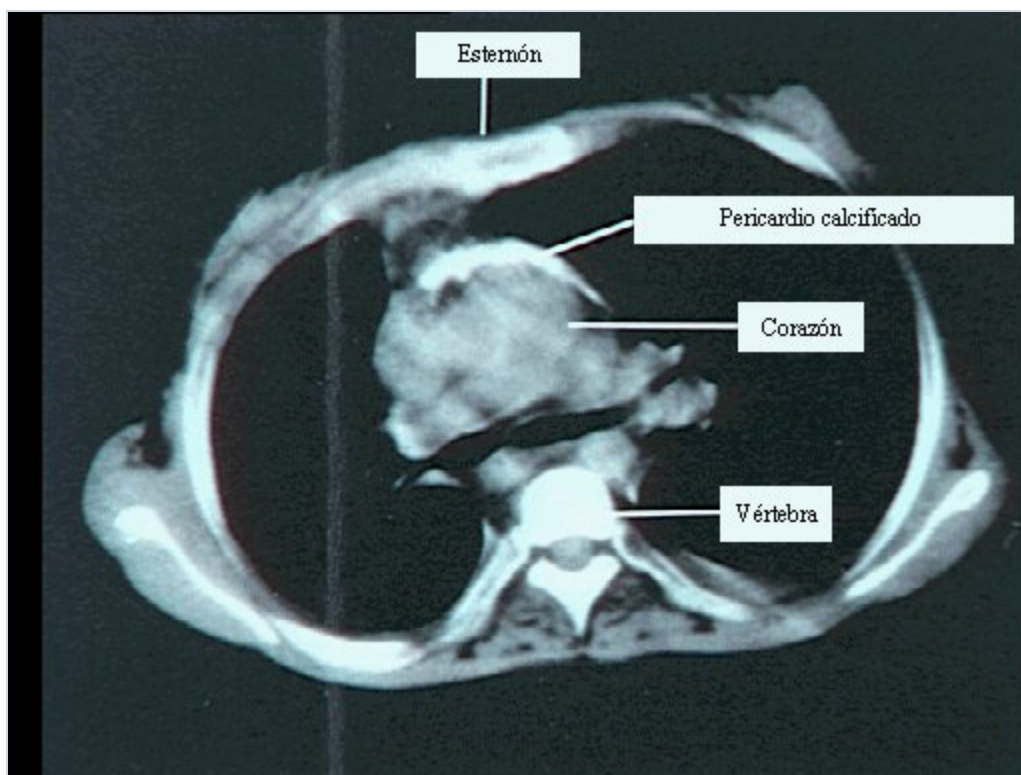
Pericarditis constrictiva crónica: TC En esta TC de tórax de un paciente con pericarditis constrictiva crónica, la capa densa sobre la superficie anterior del corazón representa pericardio engrosado y calcificado en forma parcial.
